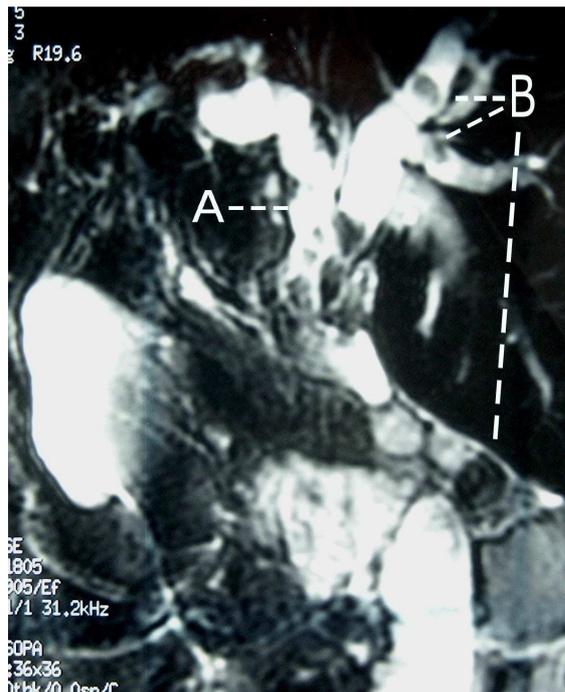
Dilatation de l'arbre biliaire (A) siège de lithiases multiples (B) à la Bili-IRM
